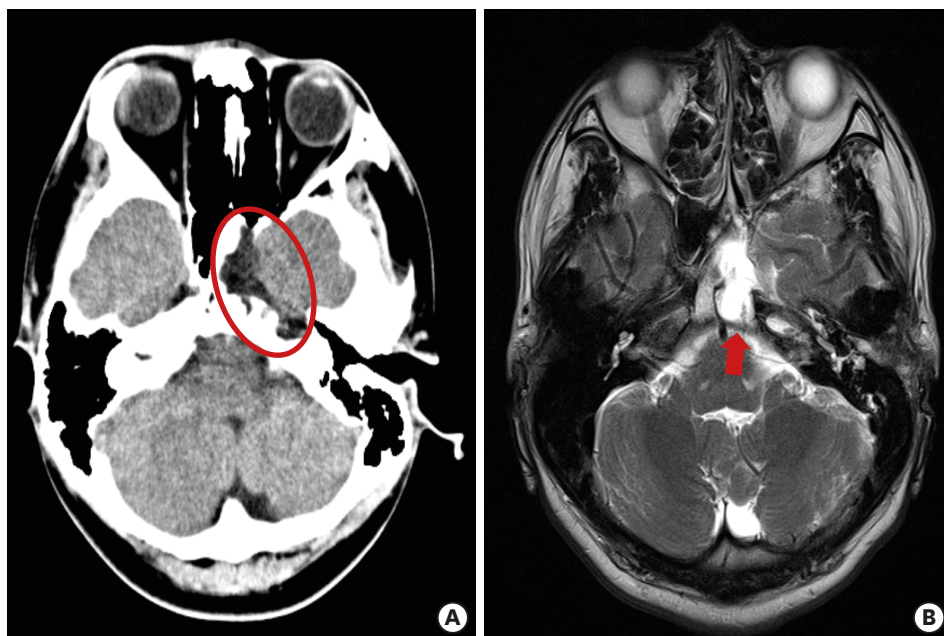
(A) Brain CT image taken at the 4th occurrence of bacterial meningitis, at 17 years of age. Previous mentioned low density lesion in left middle cranial fossa (within the circle) showed similar character compared to CT taken at 8 years of age. (B) Brain magnetic resonance image taken at the 4th occurrence of bacterial meningitis, at 17 years of age. The extent of the lesion progressed since previous study, taken at 8 years of age. Abbreviation: CT, computed tomography.
